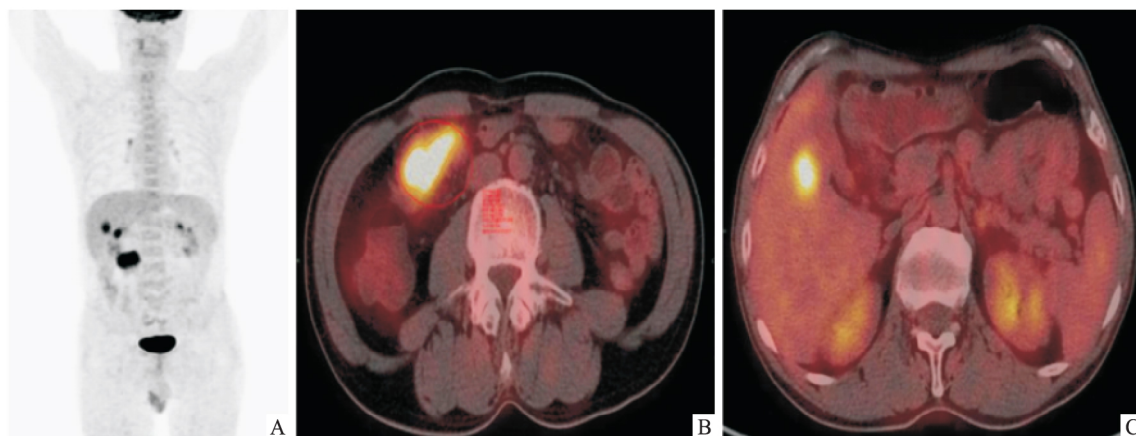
CRC 伴肝转移患者 ^{18}F -FDG PET/CT 图像
